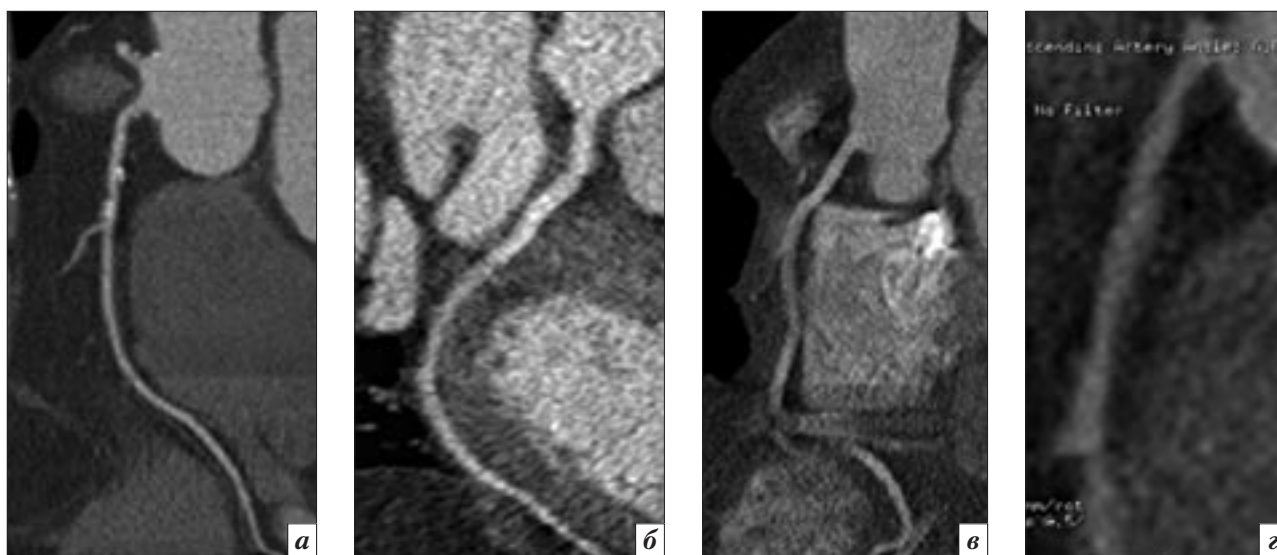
МСКТ-коронарография, мультипланарные реконструкции (МПР) КА. Субъективная оценка качества изображений КА: *a* – 1 балл; *б* – 2 балла; *в* – 3 балла; *г* – 4 балла.
